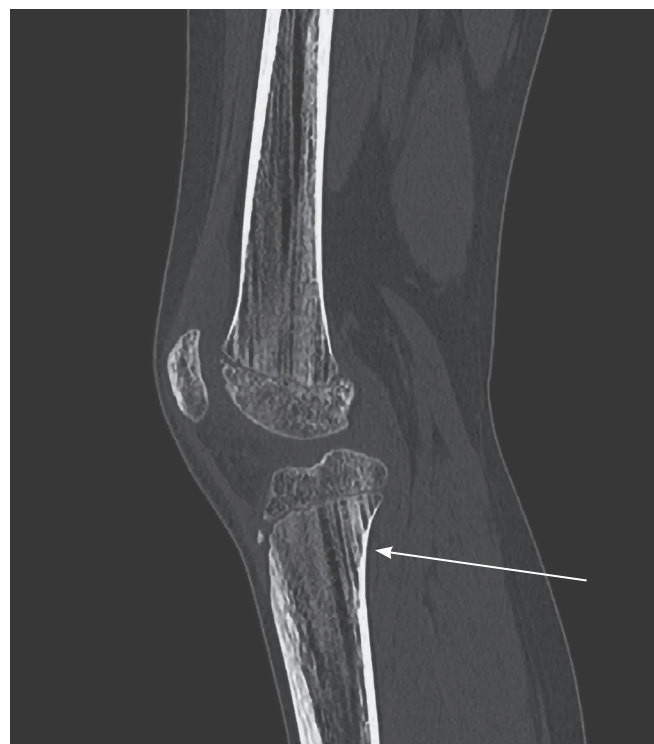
Девочка, 11 лет. Компьютерная томография в коронарной и сагиттальной плоскостях демонстрирует продольные полосы в метафизах бедренной и большеберцовой костей
